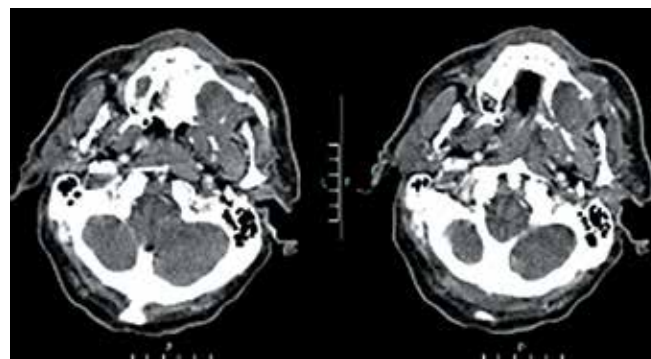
Компьютерная томография в горизонтальной плоскости. Опухоль левой гайморовой пазухи с деструкцией стенок пазухи
